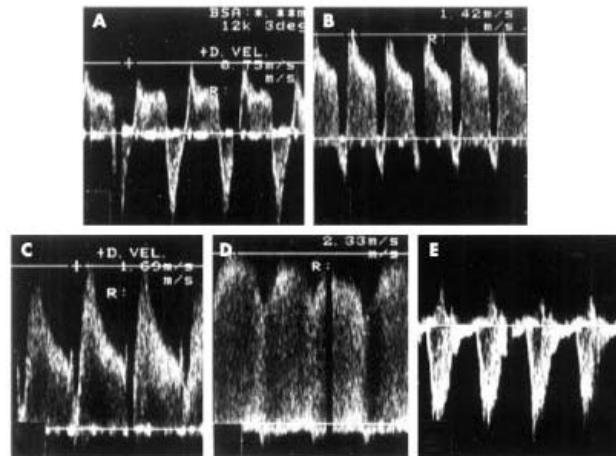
Echocardiographic patent ductus arteriosus flow patterns. (A) pulmonary hypertension pattern; (B) growing pattern; (C) pulsatile pattern; (D) closing pattern; (E) closed pattern. Reproduced from Su et al,<sup>9</sup> courtesy of the *Archives of Disease in Childhood*.
